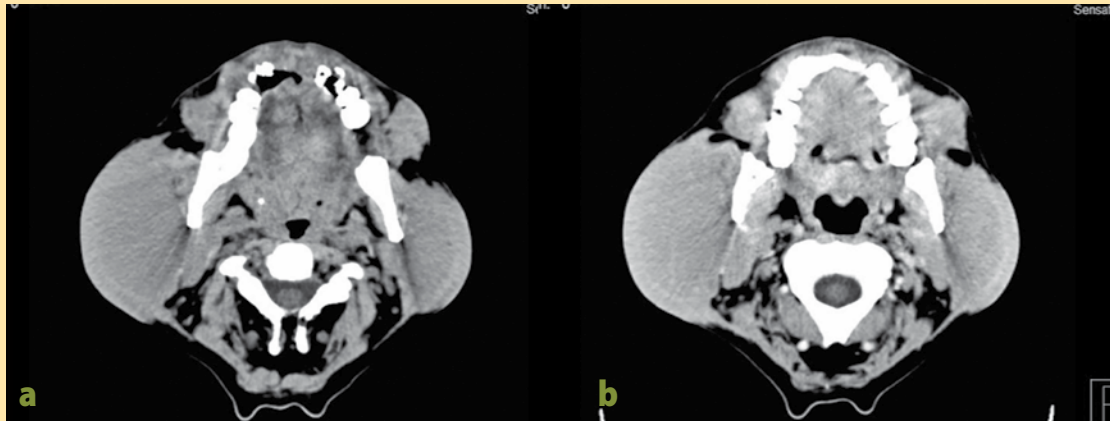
Tomografía computada de cuello en plano axial. a) Simple observando ambas glándulas parótidas, aumentadas de tamaño, isodensas a tejidos blandos, homogéneas. b) Con medio de contraste intravenoso presenta realce homogéneo significativo asociado a múltiples adenopatías en todos los niveles ganglionares del cuello.
